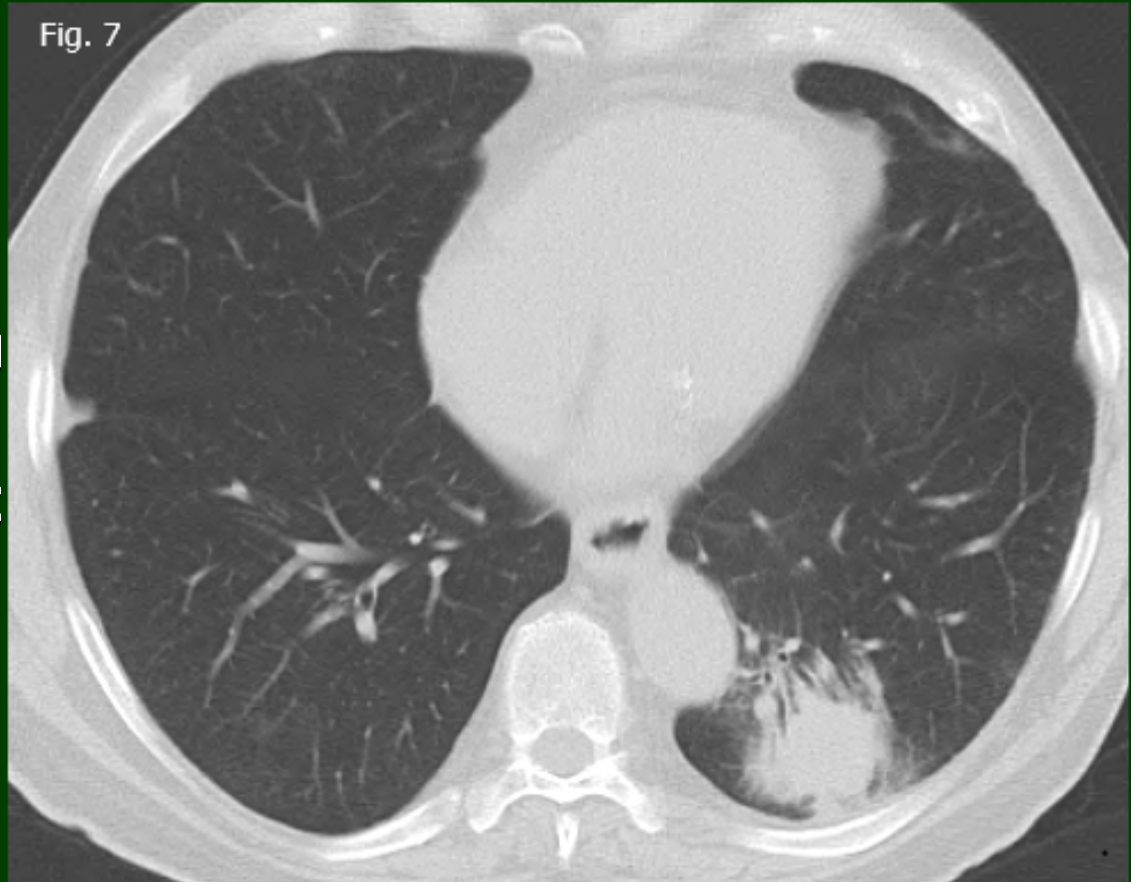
TC de tórax sin contraste con ventana de parénquima pulmonar: masa redondeada mal definida en el lóbulo inferior izquierdo, sin pérdida de volume, con confluencia de vasos y bronquios (signo de la "cola de cometa") sin patología pleural asociada.
